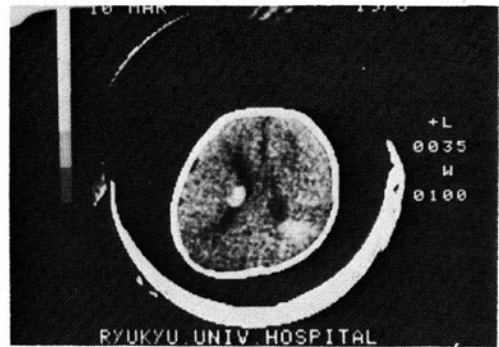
CT scan of the patient's grandchild, shows the nodular calcification into the left lateral ventricle.
